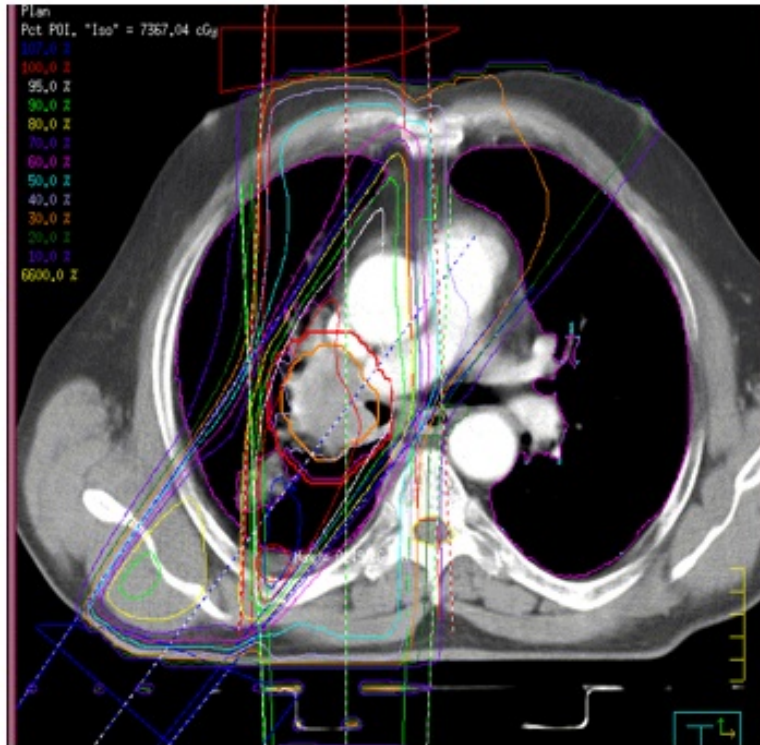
Planungs-CT eines Patienten mit einem rechts-zentralen NSCLC, transversale Schicht in Höhe der Trachealbifurkation. Konventionelle Bestrahlungsplanung mit drei irregulären Feldern von ap (rot), pa (grün) und dorsolateral rechts (blau). Darstellung von Isodosen (z.B. grüne 90%-Isodose, Legende oben links) und Zielvolumina (das mittels source-to-background-Algorithmus konturierte GTV (orange) den Primärtumor umschließend).
